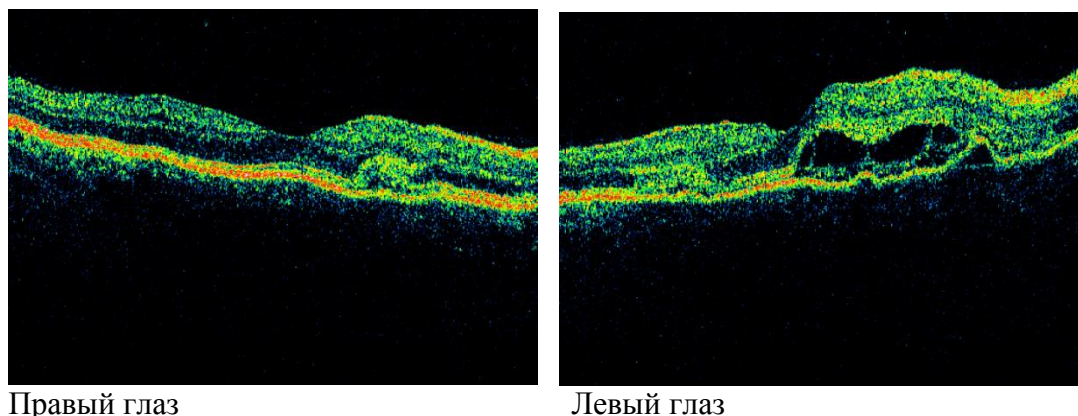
томографические срезы сетчатки пациента с ОЗМППЭ
